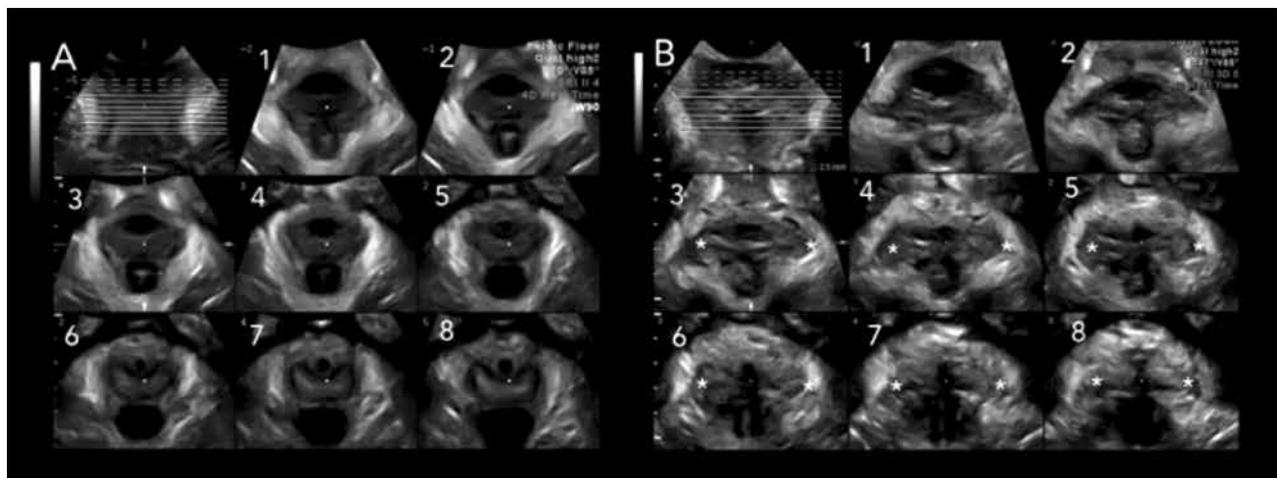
Ultrasonido tomográfico del piso pélvico representando la visión del MEA en el plano axial. En “A” se observa el ultrasonido tomográfico de una paciente con un elevador del ano intacto y en “B” una paciente con una avulsión completa bilateral del elevador del ano señalado con *.
